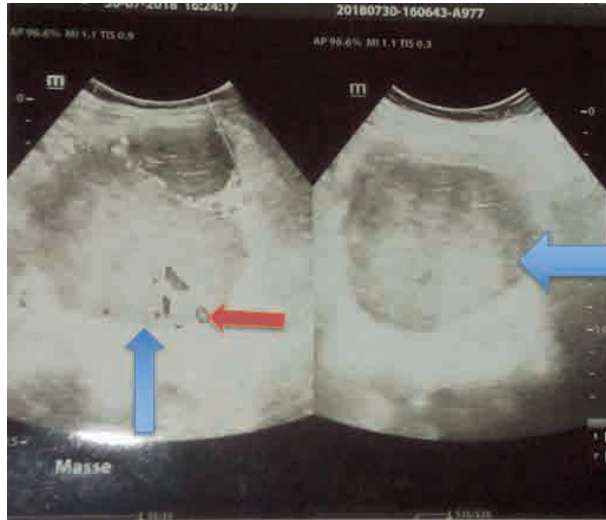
Cliché échographique montrant la masse (flèche bleue) hyper vascularisée en mode doppler (flèche rouge)
